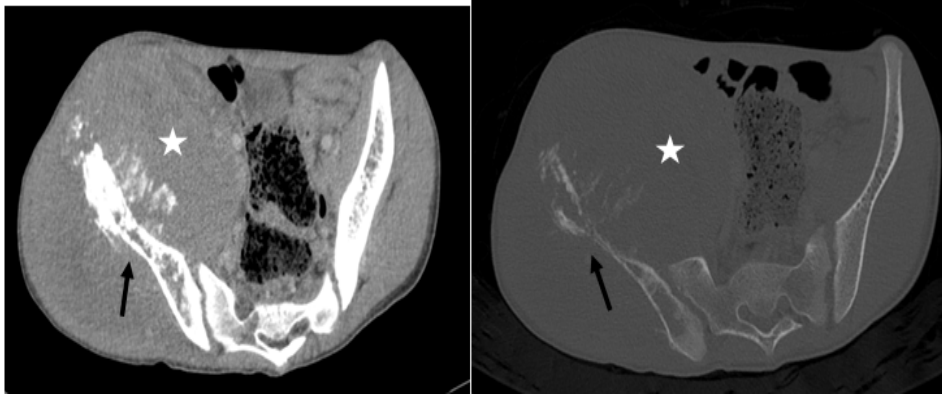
Coupes axiales d'une TDM de l'aile iliaque droite sans et avec injection du produit de contraste objectivant une volumineuse masse tissulaire (étoile) avec une ostéolyse agressive (flèche noire) de l'aile iliaque droite avec envahissement des parties molles de voisinage, de l'articulation sacro-iliaque homolatérale, rehaussée modérément de façon hétérogène après injection du produit de contraste.
